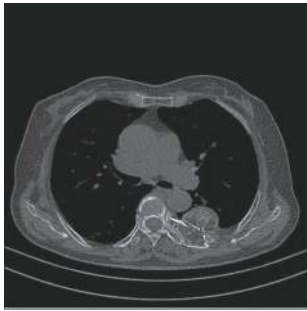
肋骨血管瘤患者(女性, 77 岁)的胸部 CT 图 显示左侧第 6 后肋骨膨胀性骨质破坏, 突破骨皮质, 周围可见软组织肿块, 其内密度不均匀, 可见多发高密度。CT 为计算机体层摄影术
